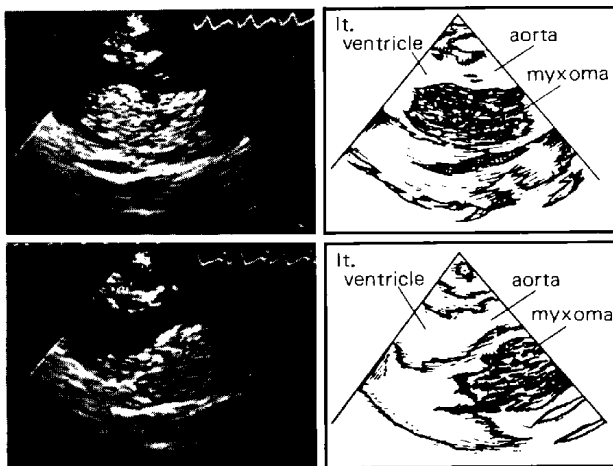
Echocardiograms showing a mass lesion in the left atrium. upper: Diastole, lower: Systole.
